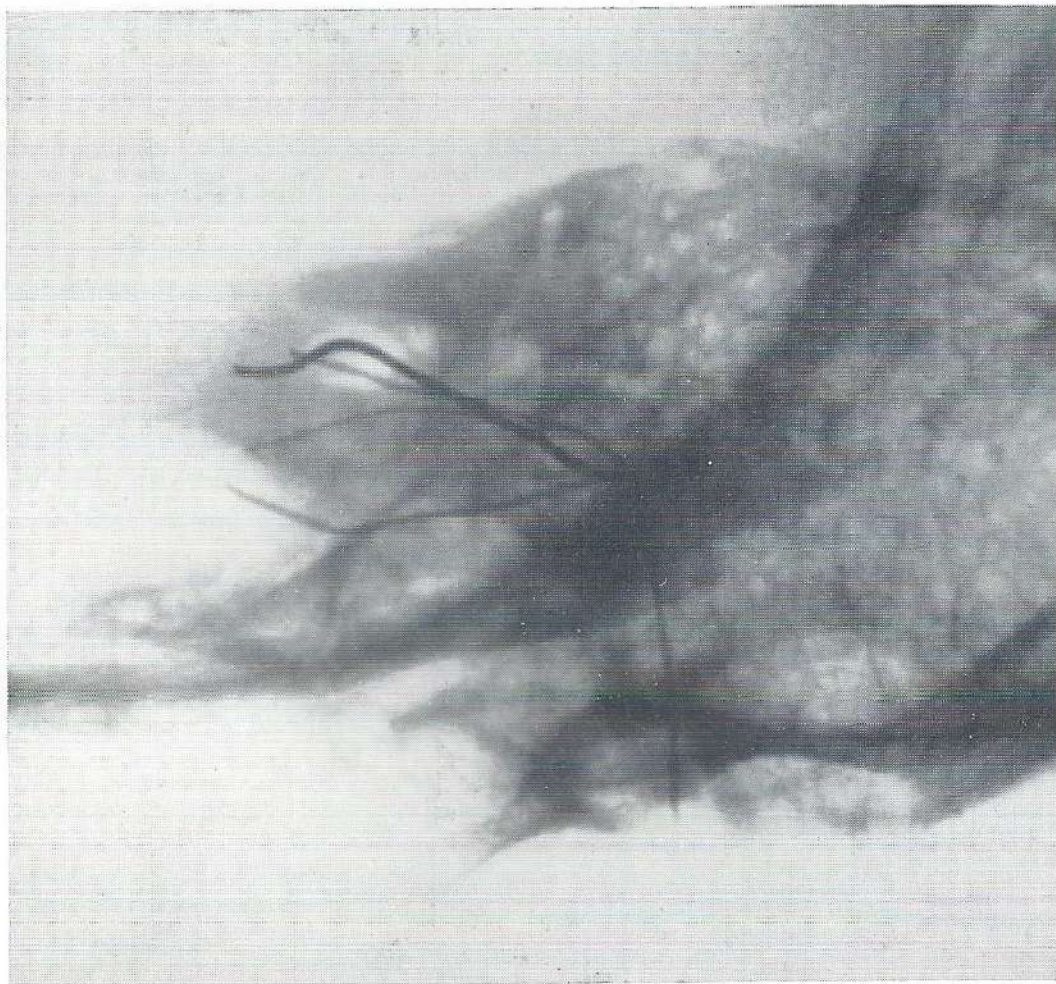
Röntgenfoto's van het facialiskanaal volgens de beschreven techniek. Men ziet hoe het kanaal op foto C vrij geprojecteerd wordt. a, b & c als in fig. 5.
